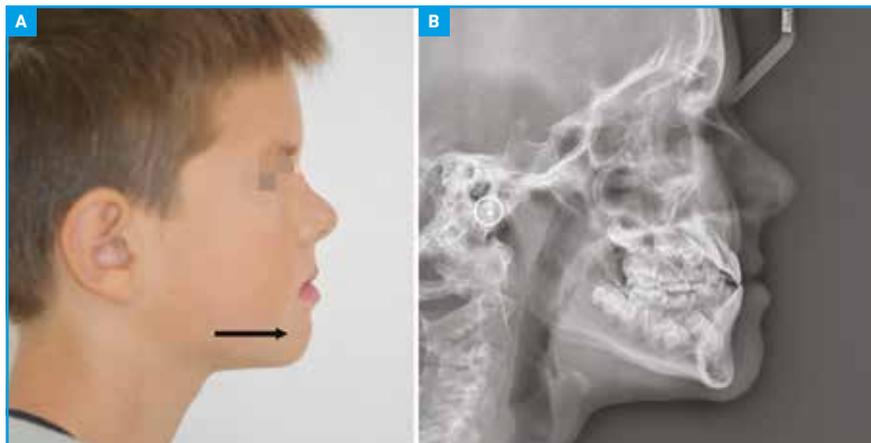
Ce patient est en classe III squelettique de Ballard. A : Profil concave. B : Téléradiographie de profil.
